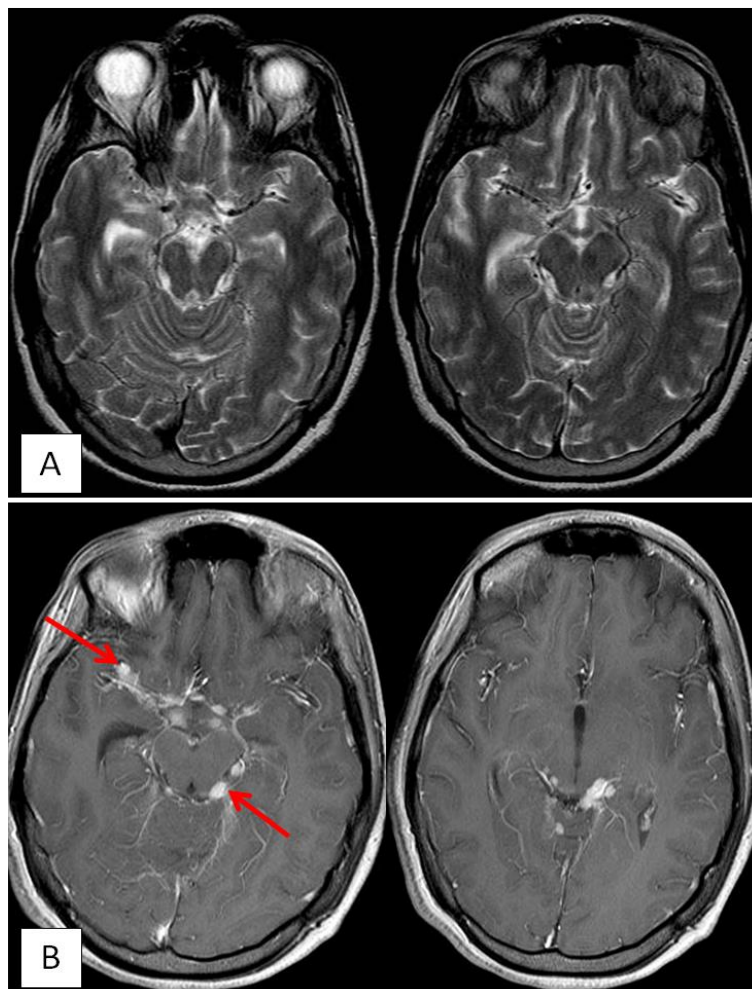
L'IRM cérébrale met en évidence des nodules leptoméningés (flèches rouges), hypointense T1, rehaussés en T1 GADO (B), associés à un œdème périlésionnel (A). Ils intéressent les vallées sylviennes, la citerne supra-sellaire et les citernes péri-mésencéphaliques.
